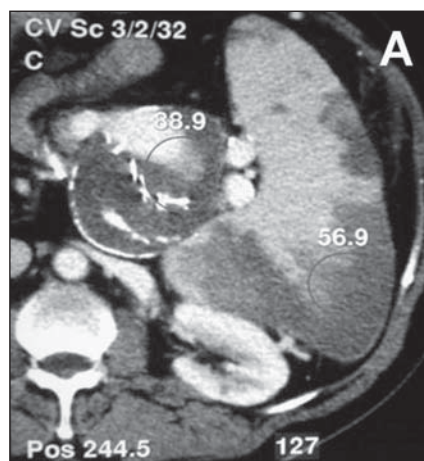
Aneurisma da artéria esplênica visto à TC (A) associado a múltiplos infartos esplênicos, e à arteriografia (B).
